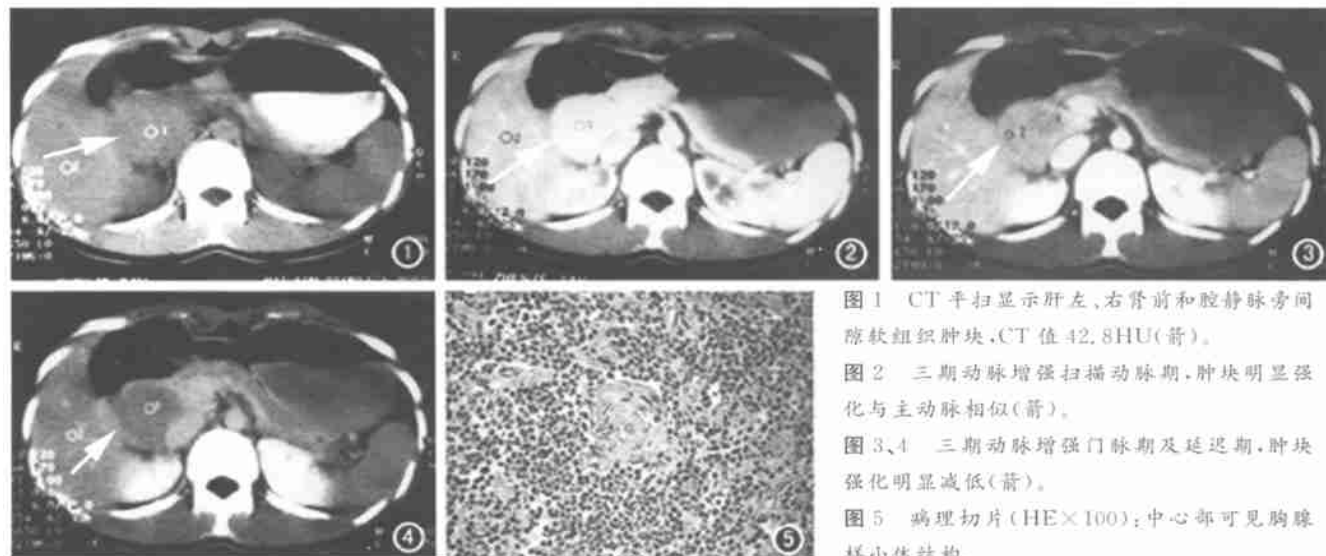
CT平扫显示肝左、右肾前和腔静脉旁间隙软组织肿块,CT值42.8HU(箭)。
